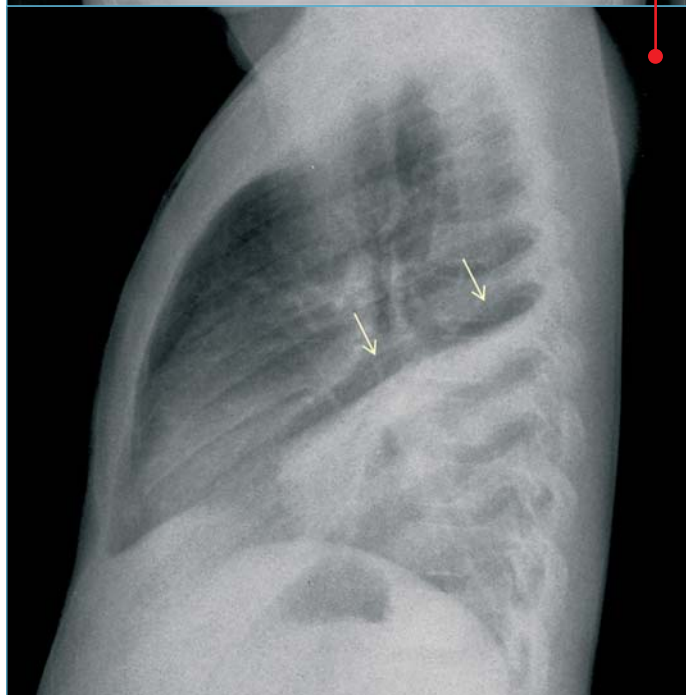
Neumonía en LID y derrame pleural (*). En la radiografía lateral, aunque existe una cierta pérdida de volumen del lóbulo, con desplazamiento de la cisura mayor, se ve una mayor densidad en las zonas periféricas, adyacente a la cisura, lo que orienta más a neumonía que a atelectasia.
